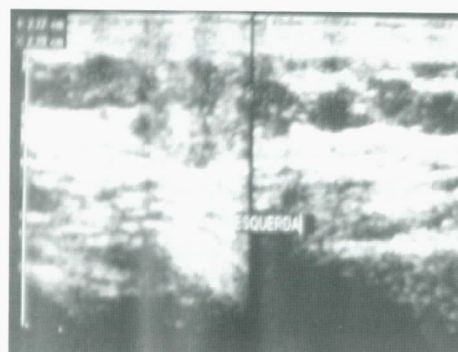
Ultrassonografia mamária: formação sólida hipoeicoica retromamilar esquerda, com contornos irregulares, medindo 2,6 x 2,1 cm.
